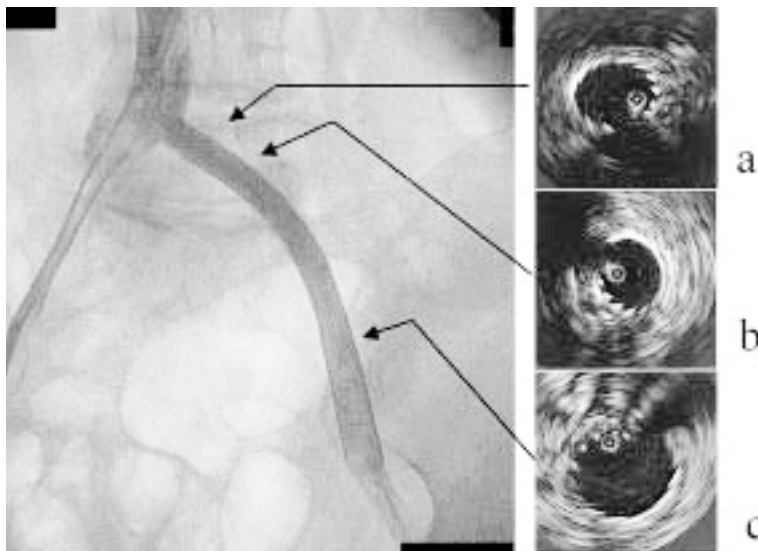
Venogram and intravascular ultrasound images after EasyWall Stent (10 × 91 mm) implantation followed by additional balloon dilation with an 8.0 mm diameter balloon
